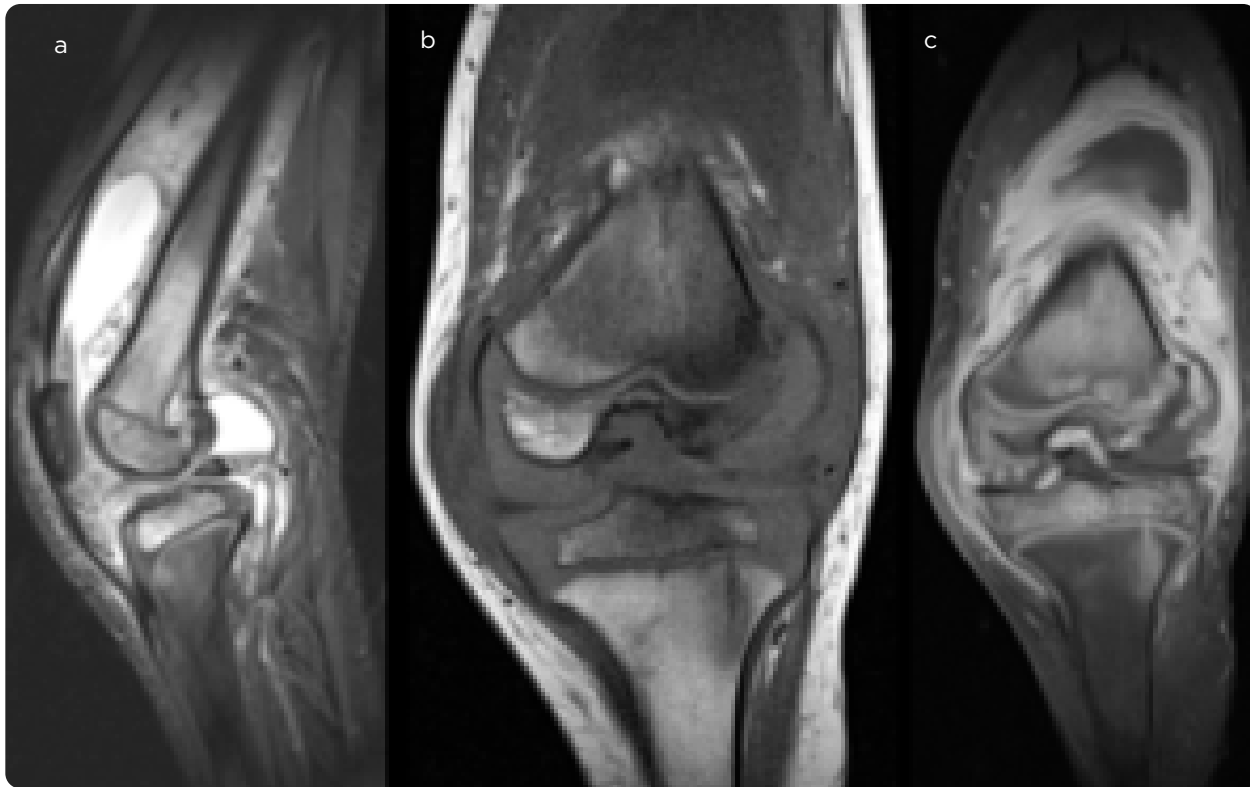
Paciente masculino, 13 años de edad, antecedente de ACF, ahora con dolor y limitación en rodilla derecha. RM de rodilla, secuencias T2 sagital, T1 coronal y T1 coronal posterior a la administración de medio de contraste. Realce difuso de la membrana sinovial engrosada con acumulación de líquido articular. Edema medular anormal, irregular y mal definido, alta señal en T2 y baja señal en T1. En el cóndilo femoral medial se observa un área localizada de señal similar, rodeada por una línea delgada de T2/T1 bajo, con edema medular circundante y leve realce tras la administración de medio de contraste.
